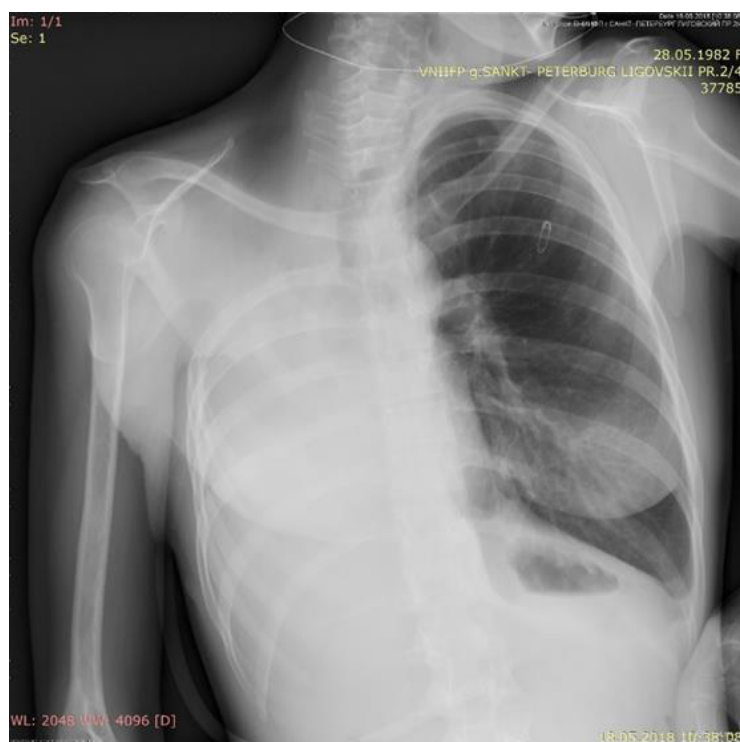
Рентгенограмма грудной клетки пациентки после торакомиопластического закрытия торакостомы
